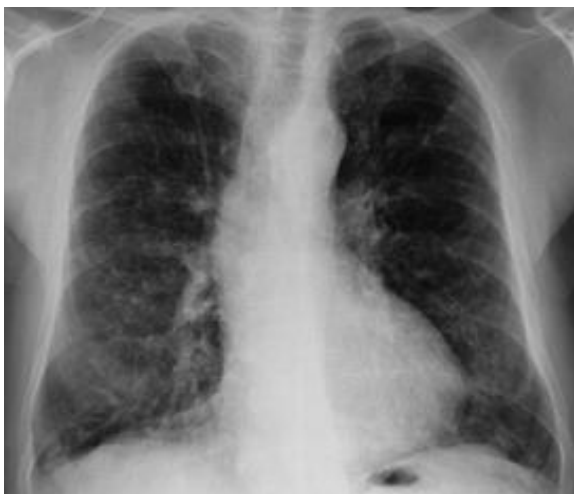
Radiographie thoracique, DDB diffuses
